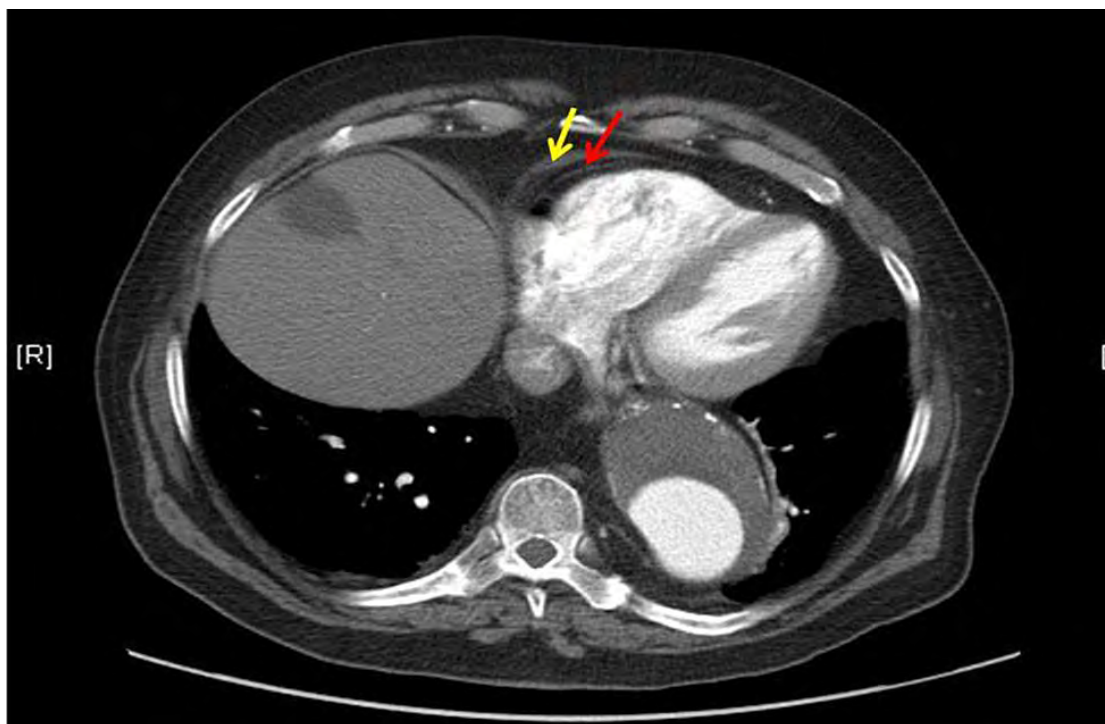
对比增强 CT 非门控轴向成像显示心包在右心室前方(黄色箭头)，并被心外膜 (红色箭头) 和心包脂肪包绕。
